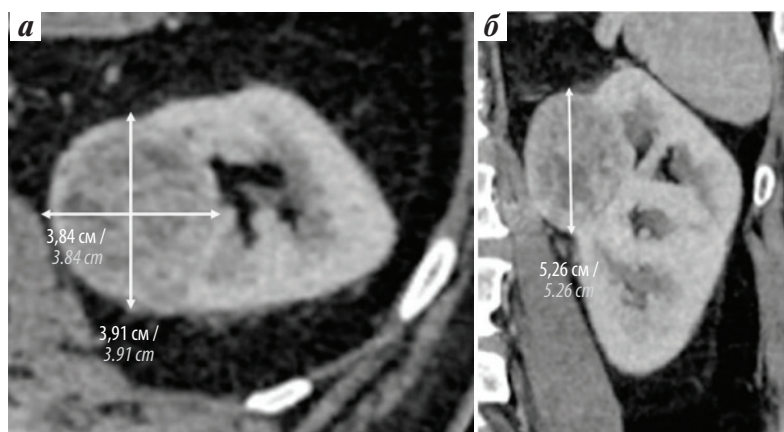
Компьютерные томограммы пациента с образованием левой почки, полученные в кортико-медуллярную фазу контрастирования: а — измерение максимальных аксиальных размеров опухоли (латерально-медиальный размер 3,84 см, дорсовентральный размер 3,91 см; б — измерение максимального краниокаудального размера опухоли (5,26 см), корональная многоплоскостная реконструкция
